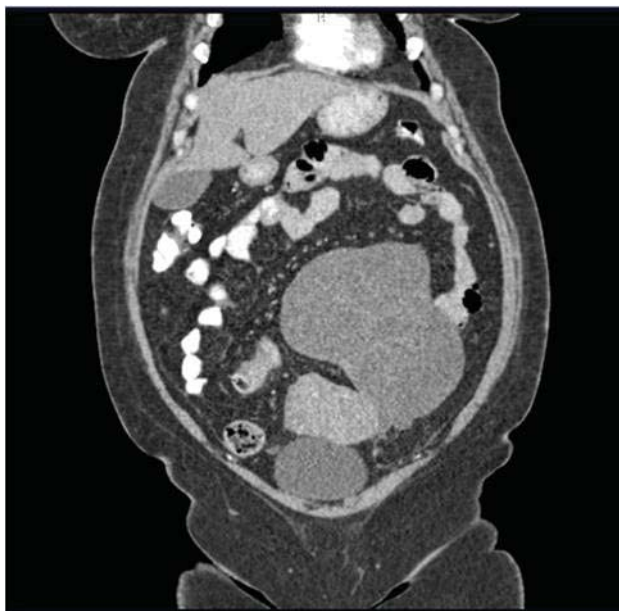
Tomografia computerizată (TC) a leiomiomului giganta cu degenerație chistică
